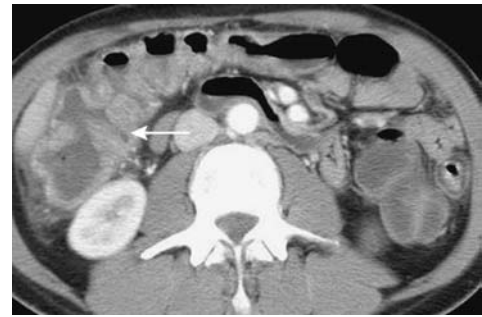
Cancers coliques visibles sous la forme d'un épaissement circonférentiel avec épaulement (flèche) au scanner (A) ou sous la forme d'une masse endoluminale (flèche) en IRM (B).
